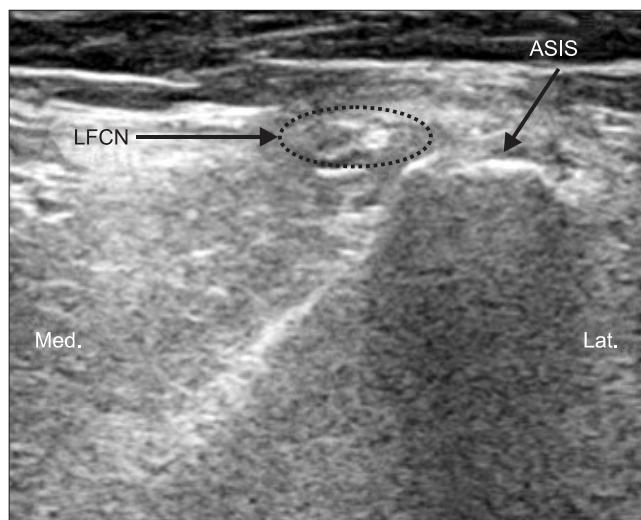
A needle is approaching to the LFCN medial to ASIS under ultrasound guidance. LFCN: lateral femoral cutaneous nerve, ASIS: anterior superior iliac spine, Med.: medial, Lat.: lateral.
